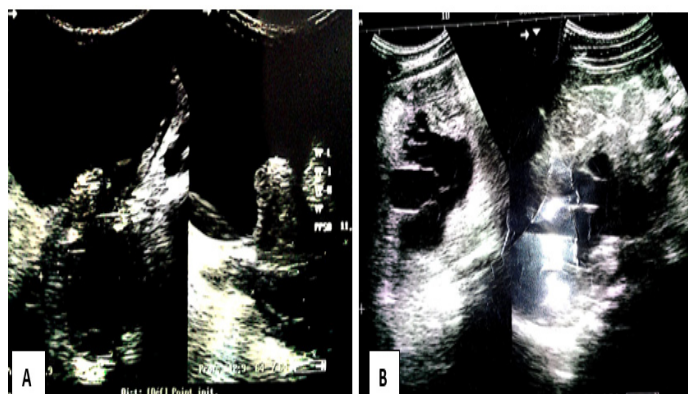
Aspect échographique d'une hypertrophie prostatique avec un lobe médian (A), compliquée d'urétéro-hydronéphrose bilatérale (B).
